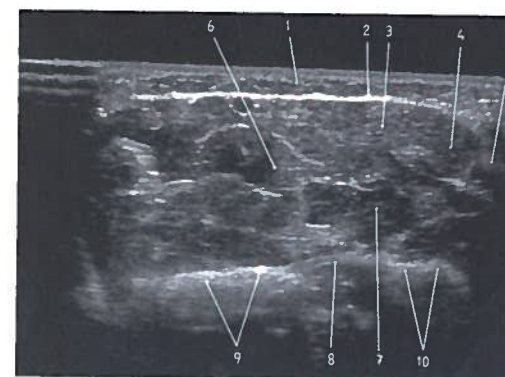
Estudo axial do antebraço anterior direito em ecografia
